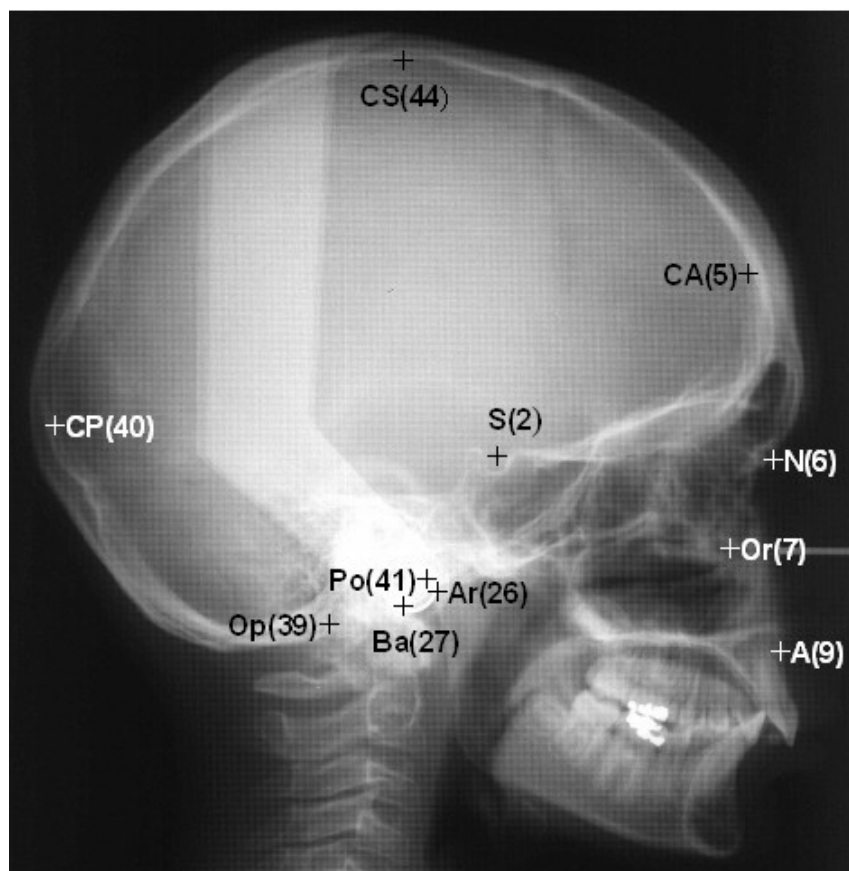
Fernröntgenseitenbild mit kephalometrischen Punkten
